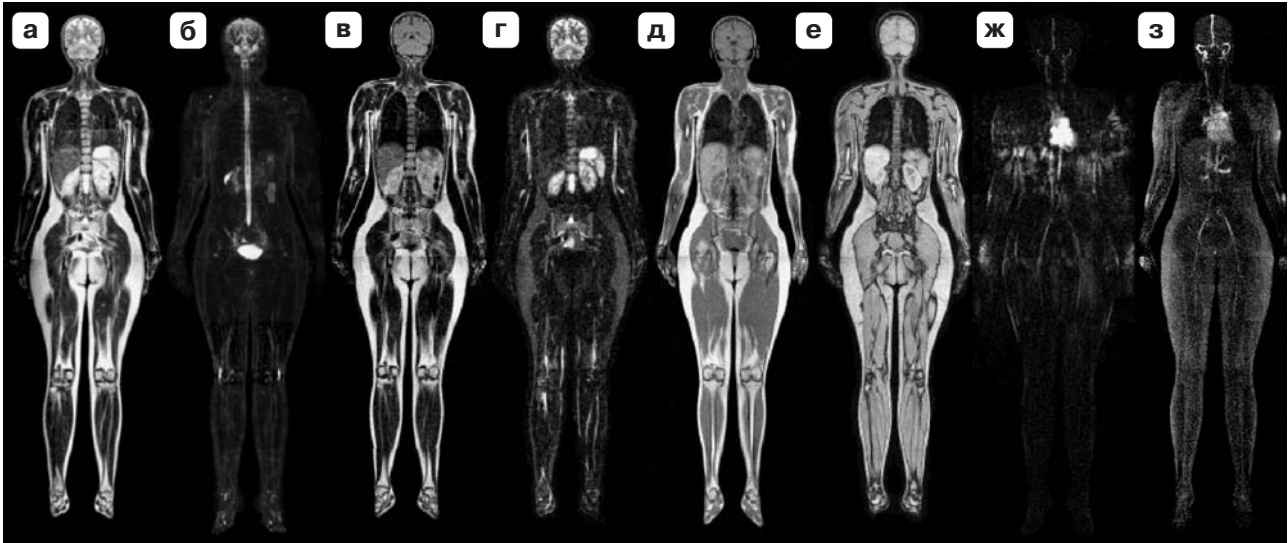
МР-изображения всего тела для нормального пациента 22 лет, полученные при разных режимах сканирования. Параметры импульсных последовательностей: а – T2 (TR/TE=5,0/0,1 с), б – MYUR (TR/TE=6,0/1,0 с), в – FLAIR (TI/TR/TE=1,3/5,0/0,1 с), г – STIR (TI/TR/TE=0,08/5,0/0,1 с), д – T1-SE (TR/TE=500/7 мс), е – T1-GE (TR/TE=500/7 мс), ж – ангиография фазово-контрастная, з – ангиография времяпролетная (2D-TOF).
